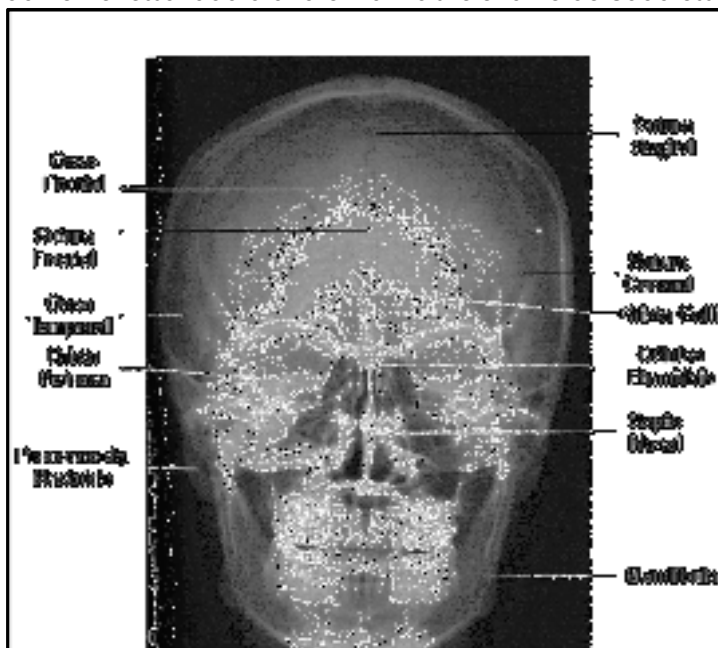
Radiografia P-A (anteroposterior) do crânio. Gentilmente cedida pelo acervo do Prof. Dr. Gustavo Bittencourt.
